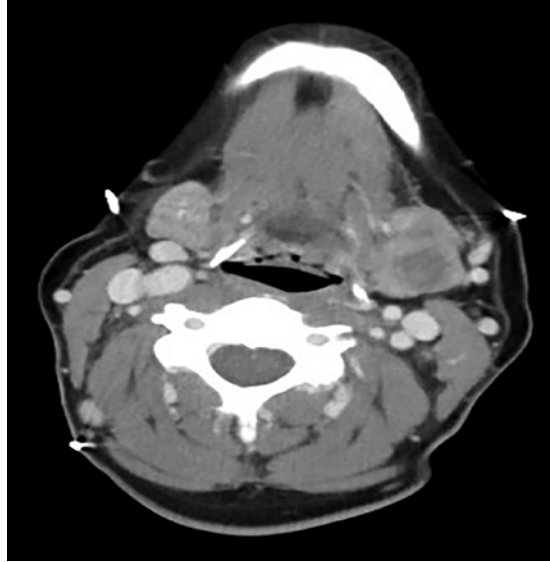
TDM cervicale avec contraste objectivant un adénome pléomorphe de la glande sous maxillaire gauche [38].
